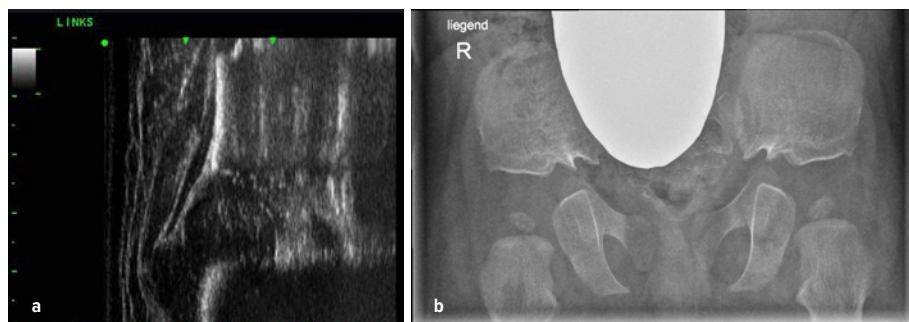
a) Hüftultraschall bei einem 6 Wochen alten weiblichen Säugling. Typische Veränderungen, wie flaches Pfannendach und verdickter Knorpel, sind erkennbar. b) Beckenübersichtsröntgen derselben Patientin mit 12 Monaten. Die veränderte Pfannenkonfiguration mit horizontalem Verlauf des Pfannendachs sowie eine typisch veränderte Beckenschaukelform und Spina ischiadica kommen nun radiologisch noch offensichtlicher zur Darstellung
